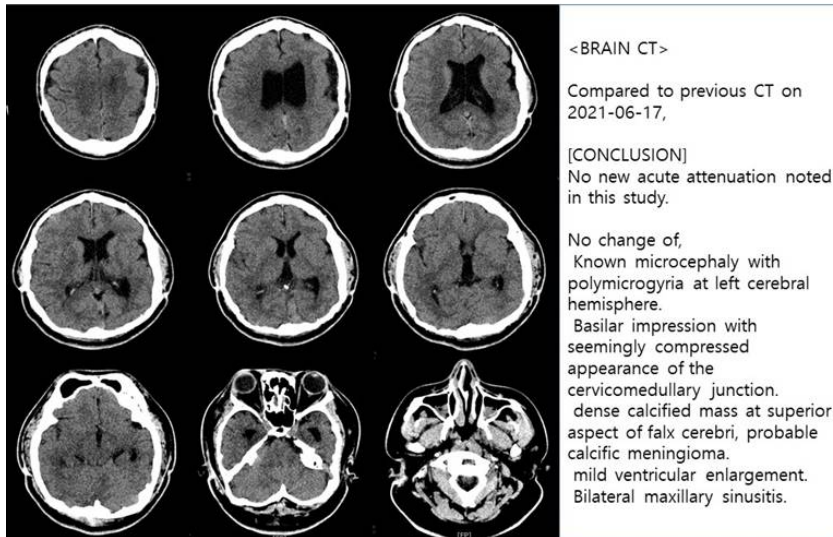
Brain computed tomography (Br-CT, X. 7.5.).
